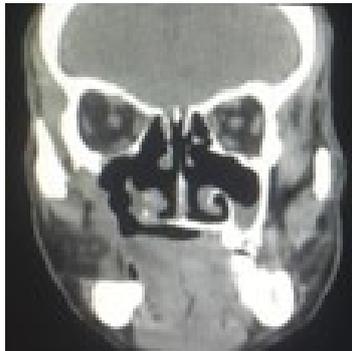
CT scan sesudah radiasi kepala dan leher penampang sagital 8-5-2019.
